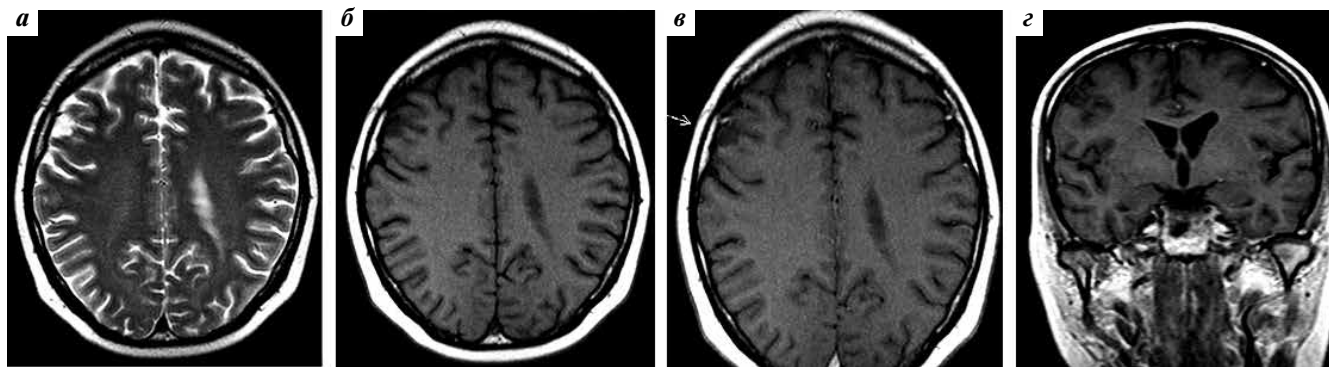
Магнитно-резонансная томография головного мозга пациентки Б. от 26.12.2011 в режимах T2-взвешенных изображений (ВИ) (а), T1-ВИ (б) и T1-ВИ после внутривенного контрастирования (в, г). Зона кистозных изменений в области образования (а, б). Отсутствие явных признаков накопления образований контрастного препарата (в, г)
